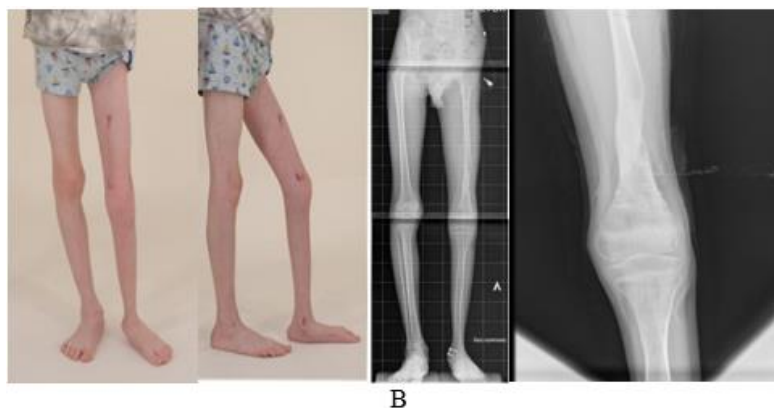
Фото и рентгенограммы пациента до (А), в процессе (Б) и после реконструктивного ортопедического лечения (В).
